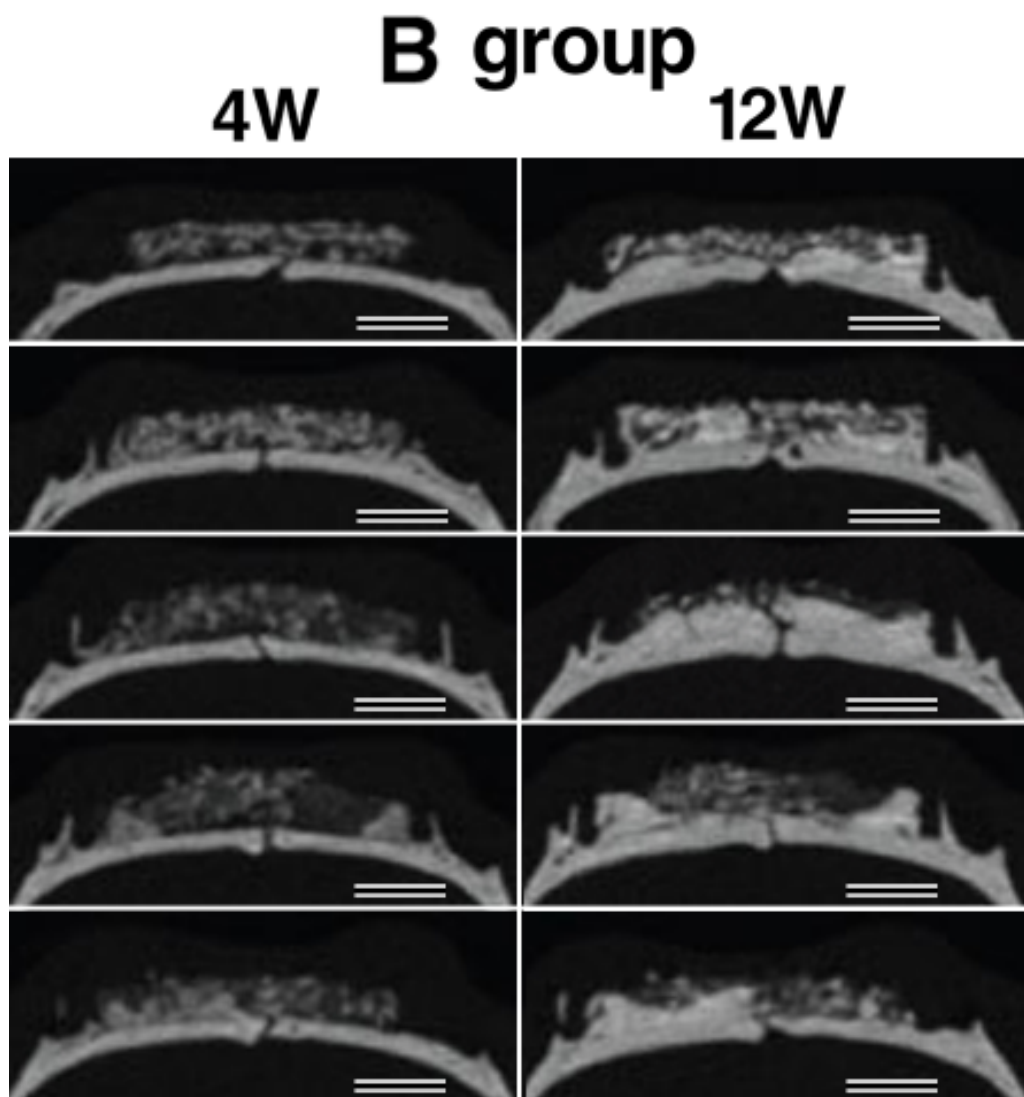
B群の埋入後4，12週時のマイクロCT測定結果
